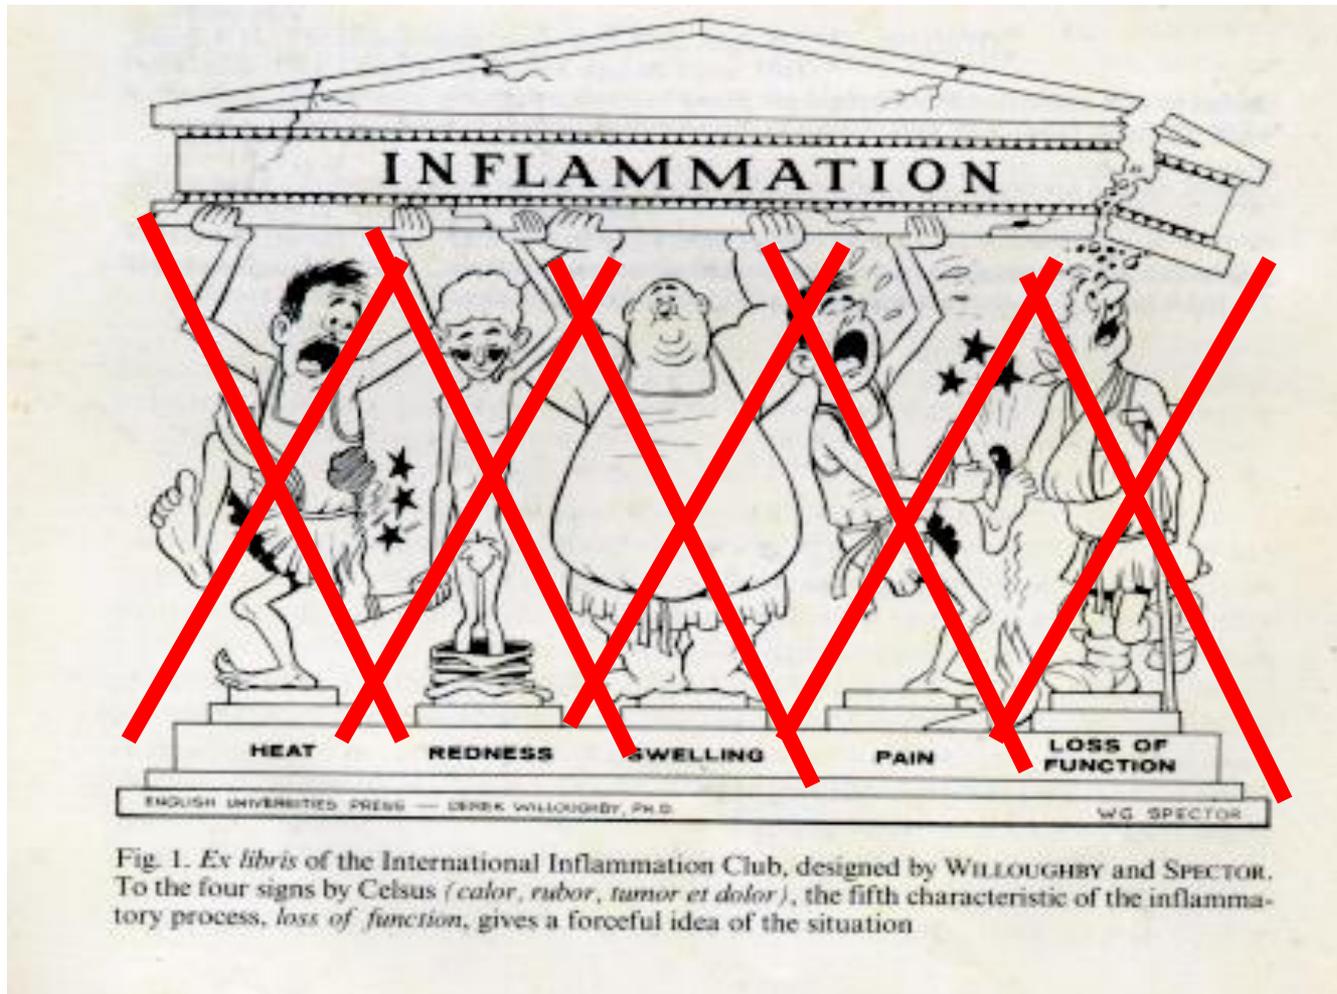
Ex libris* of the International Inflammation Club, designed by WILLOUGHBY and SPECTOR. To the four signs by Celsus (*calor, rubor, tumor et dolor*), the fifth characteristic of the inflammatory process, *loss of function*, gives a forceful idea of the situation.
